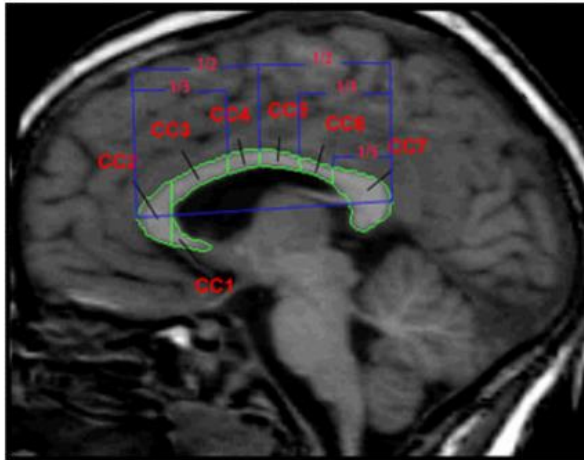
Mid-sagittal MRI of the corpus callosum subdivisions based on callosal subdivisions by Witelson (*in blue*). Key: CC1 = Rostrum, CC2 = Genu, CC3 = Anterior body, CC4 = Midbody, CC5 = Posterior body, CC6 = Isthmus, CC7 = Splenium
